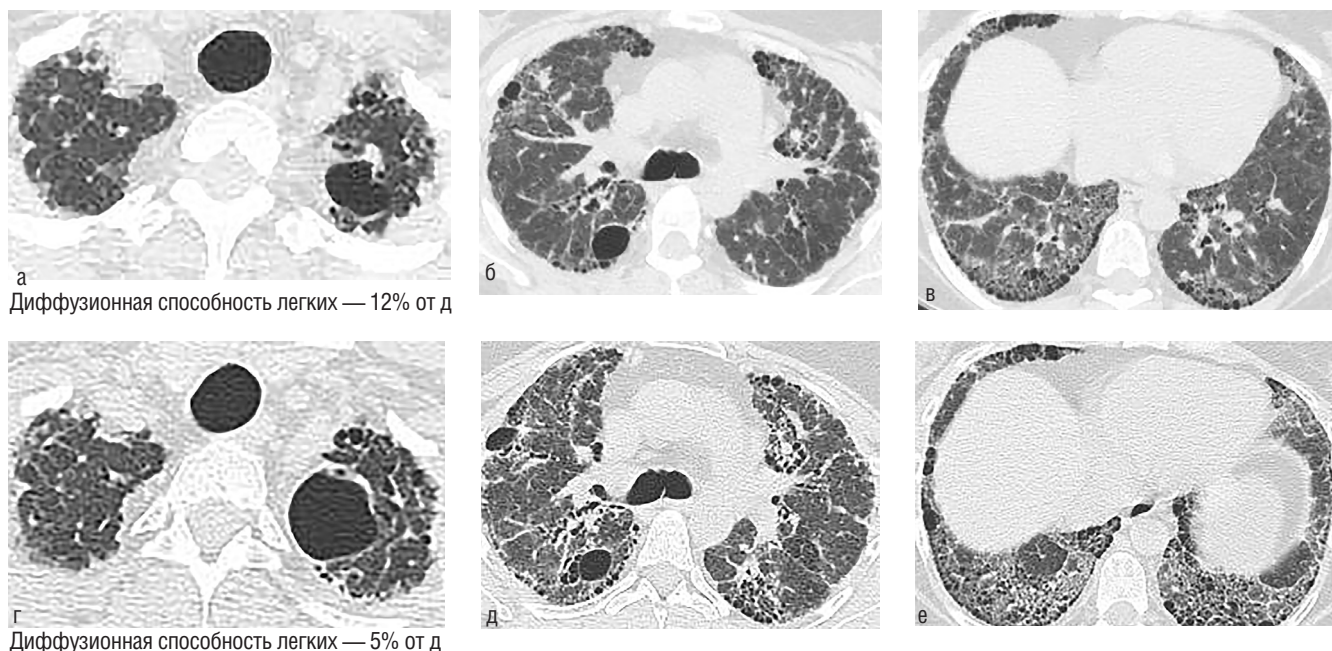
Больная Б., 46 лет, ППФЭ, ОИП. На КТ от 01.09.2017 г. (а, б, в) и 18.09.2018 г. (г, д, е) отмечается прогрессирование процесса: нарастание протяженности фиброзных изменений (участков карнификации, «сотового легкого»), нарастание размеров кист, выраженные проявления бронхальной обструкции (неравномерность вентиляции легочной ткани, наличие двусторонних «воздушных ловушек», синдром «трех плотностей»), проявления легочной гипертензии
